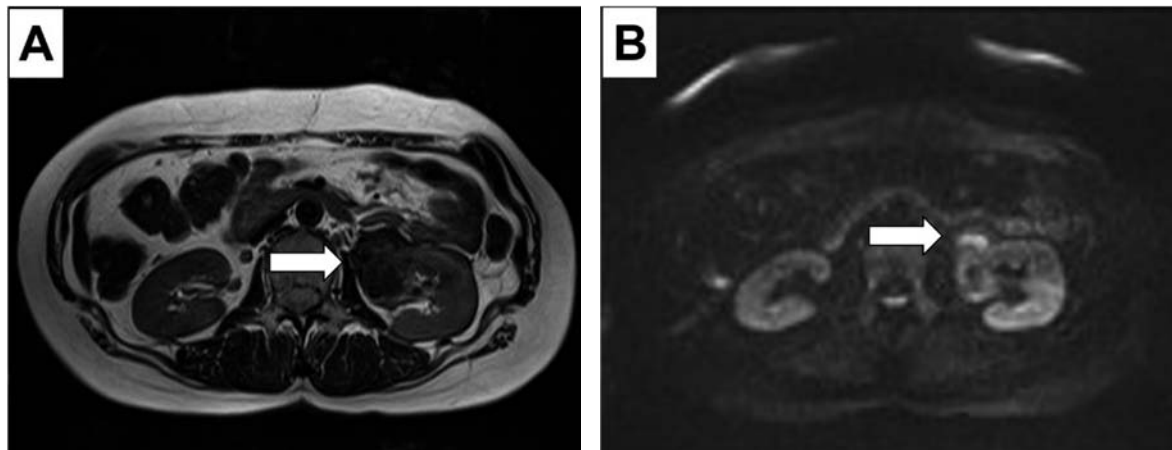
The mass on the hilum of the left kidney increased (A, arrow) and showed high signal intensity on DWI (B, arrow).
